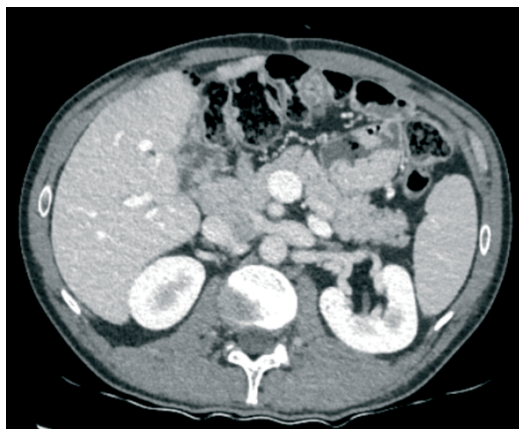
Результаты компьютерной томографии через пять лет после оперативного вмешательства
